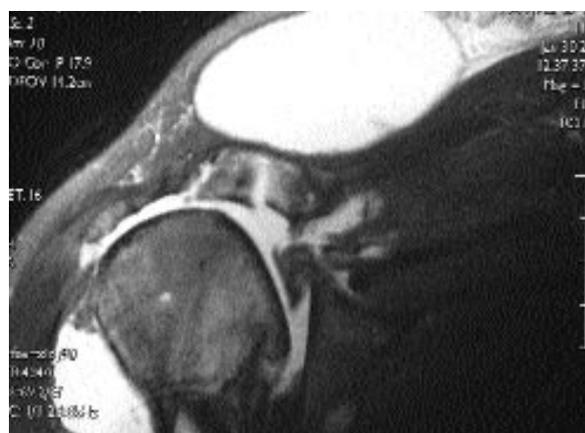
Volumineux kyste acromio-claviculaire - Vue en IRM
